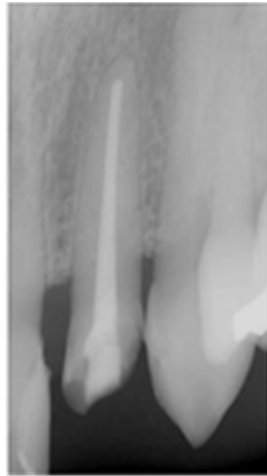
Radiografia periapical inicial do dente 22
